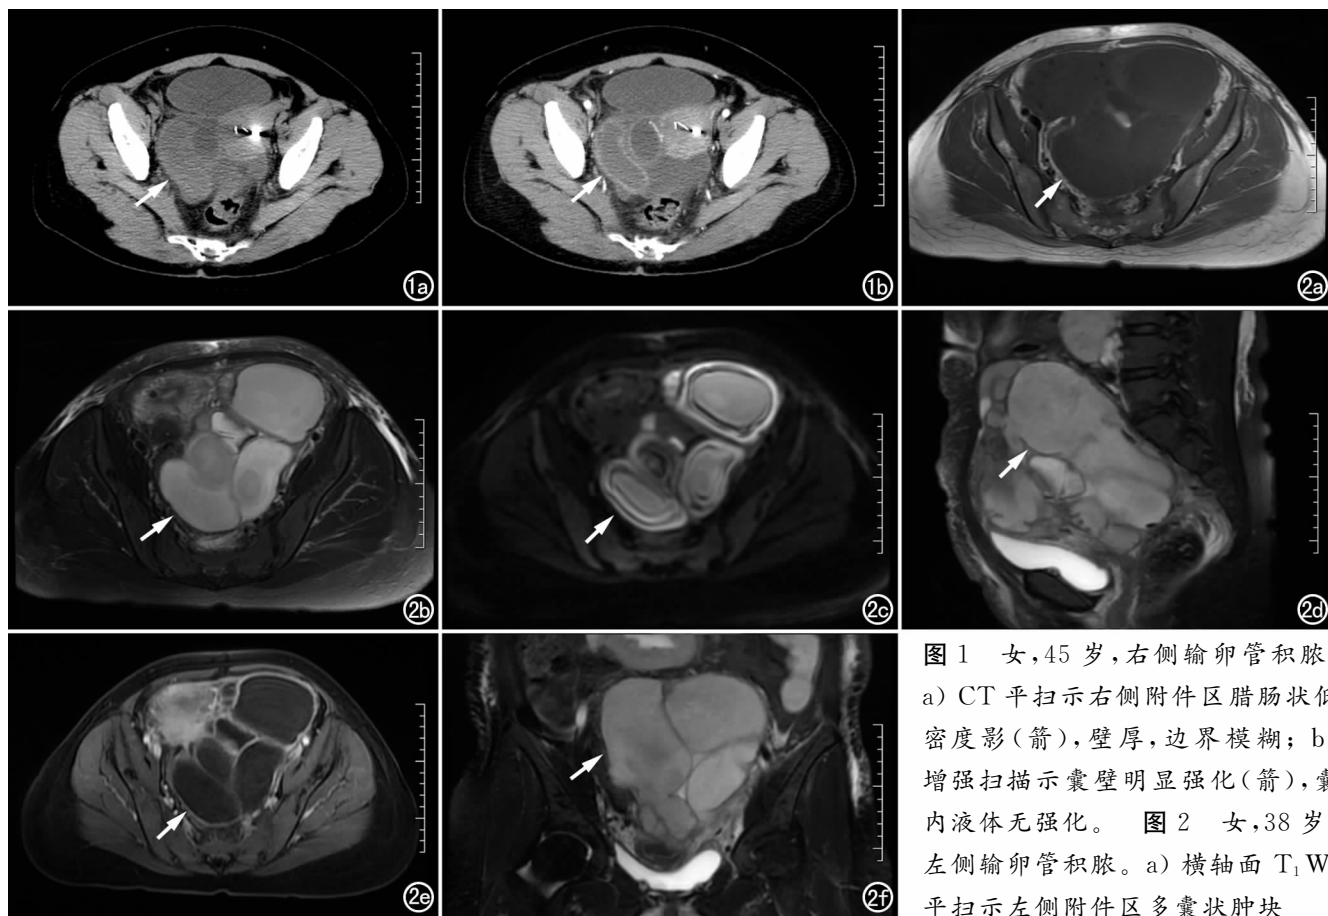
女,45 岁,右侧输卵管积液。a) CT 平扫示右侧附件区腊肠状低密度影(箭),壁厚,边界模糊; b) 增强扫描示囊壁明显强化(箭),囊内液体无强化。图 2 女,38 岁,左侧输卵管积液。a) 横轴面 T₁WI 平扫示左侧附件区多囊状肿块
